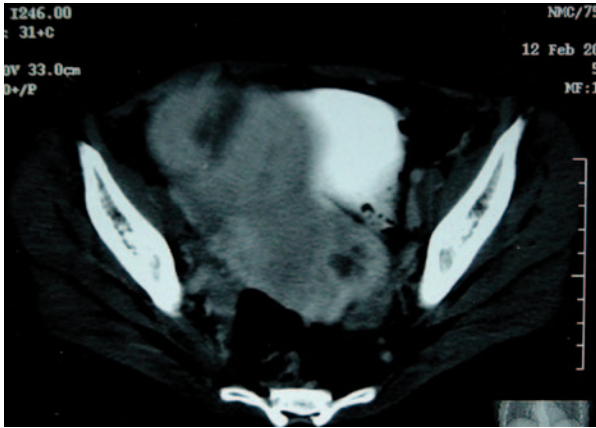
Tomografía axial computarizada de pelvis con contraste, que muestra dos grandes masas lobuladas contiguas a nivel del útero, con áreas hipodensas que sugieren necrosis.
